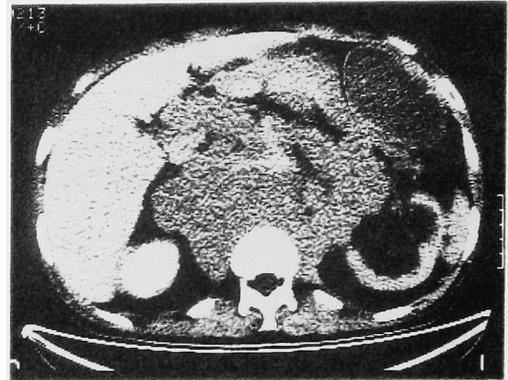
CT scan at admission. Retroperitoneal bulky tumor was apparent.
